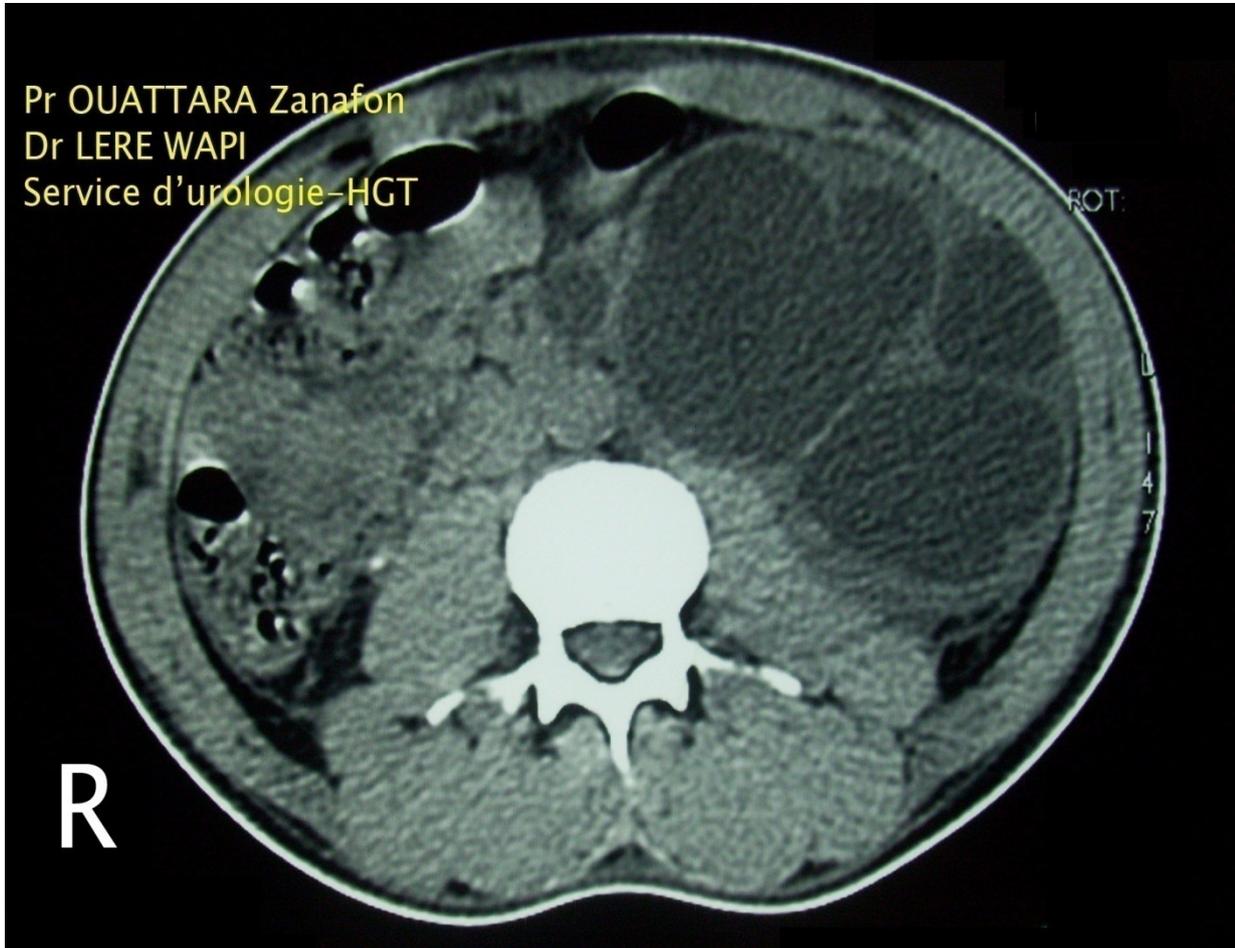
Hydronéphrose gauche. (Uro-TDM)
